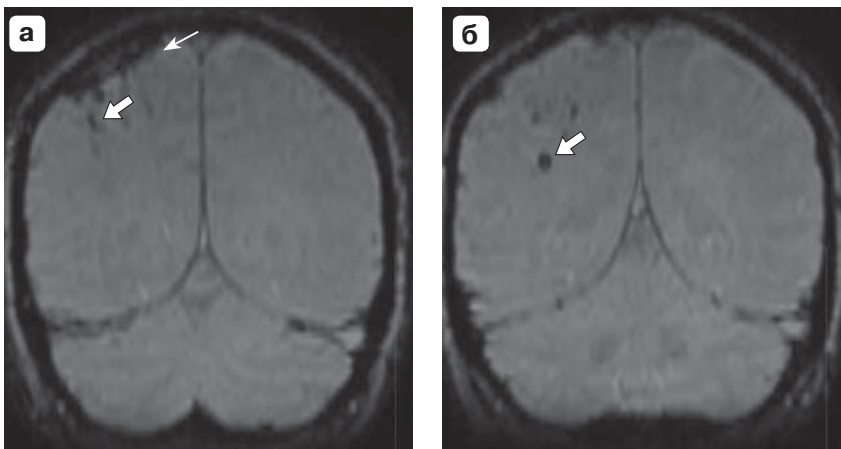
Магнитно-резонансная томография головного мозга. Корональная плоскость. а – на МРТ-изображении в режиме T2hemo визуализируются тромбированный кортикальный сосуд с низким МР-сигналом (тонкая стрелка) и компенсаторно расширенные регионарные вены (стрелка); б – на МРТ-изображении в режиме T2hemo визуализируется очаг венозного кровоизлияния (стрелка).
